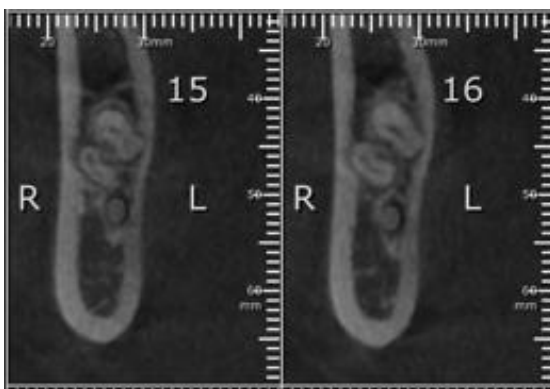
Radiografia de cortes Transversais
